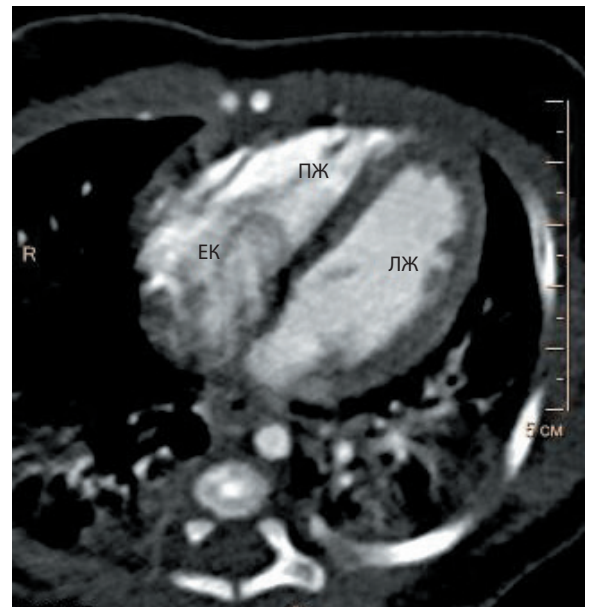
Мультиспиральная компьютерная томография, артериальная фаза контрастного усиления. Визуализация дефекта контрастирования неправильной формы с полости правого предсердия (сеть Хиари), достигающего трикуспидального клапана; ЕК – евстахиев клапан, ЛЖ – левый желудочек, ПЖ – правый желудочек
